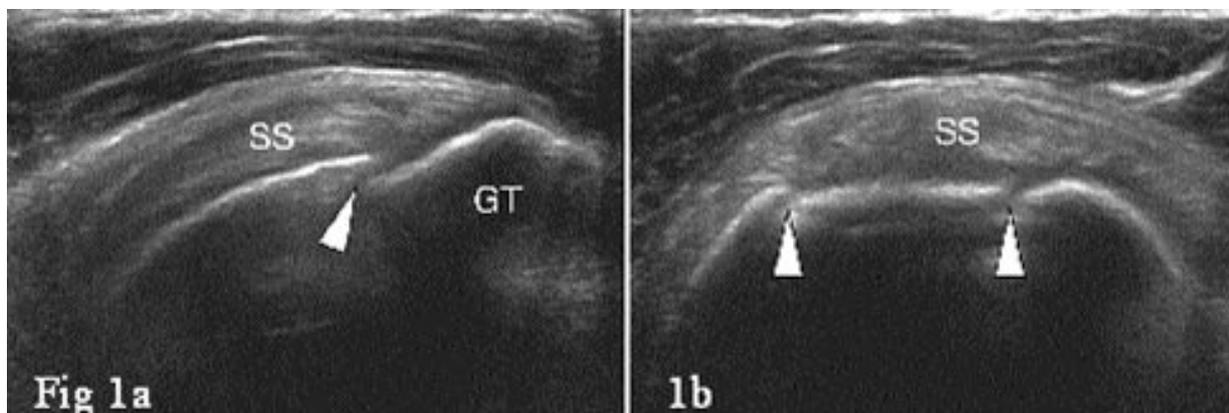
Fracture avulsion du tubercule majeur. Coupe longitudinale (a) et transverse (b) à 12-5 MHz chez un patient ayant eu une luxation GH. Solution de continuité de la tête humérale (têtes de flèche) non visible sur les radiographies standards et confirmée par le scanner. SS = tendon supra-épineux, GT = tubercule majeur.
